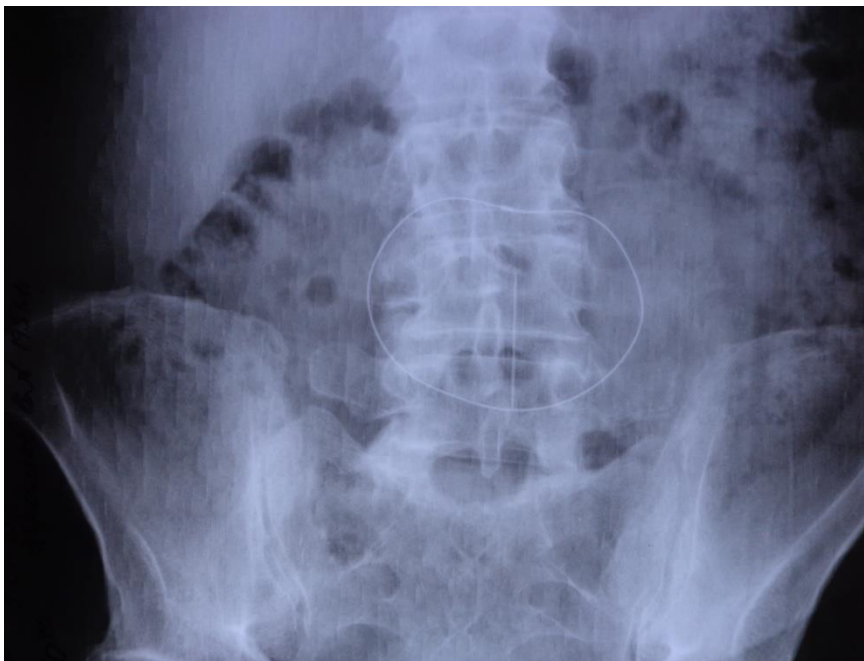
Оглядова рентгенограма пацієнтки Д. після герніопластики протезом Rebound HRD-OVL-M з приводу пупкової грижі.
